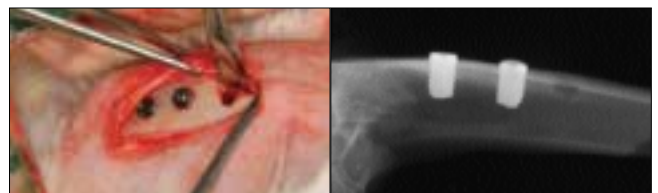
Operation and radiographic feature
